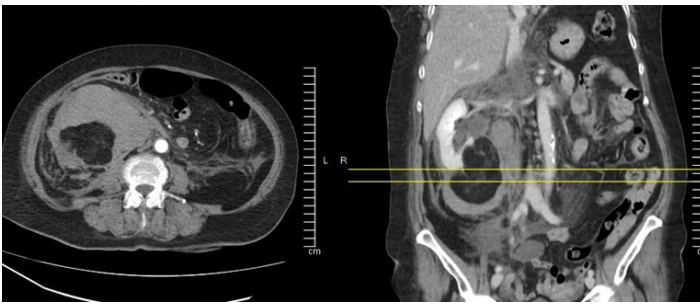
Contrast-enhanced computed tomography (CT) scan revealed a 10 cm right peri-renal hematoma and the AML could be demonstrated to have ruptured
